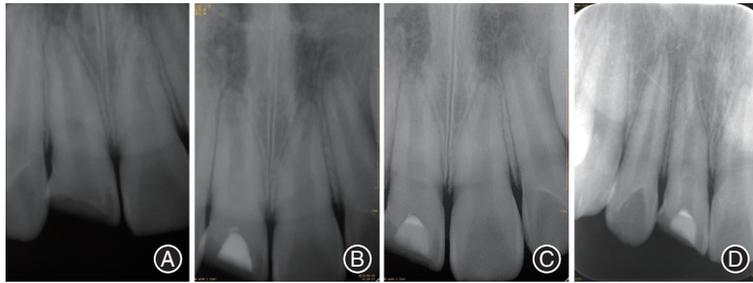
采用氢氧化钙作为盖髓剂行21牙髓切断术的术前及术后随访根尖X线片,显示根管内钙化影像 A:术前;B:术后1个月;C:术后3个月;D:术后36个月。
